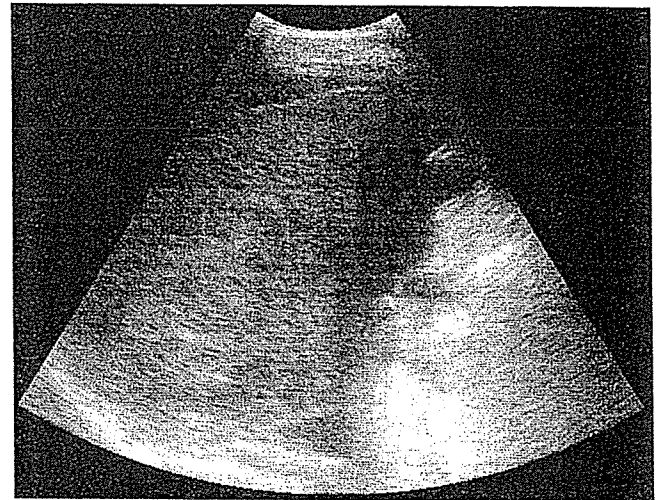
On admission to our institution, abdominal sonography showed marked ascites and a cirrhotic liver with an 8-cm mixed echogenic tumor in segment 6.
